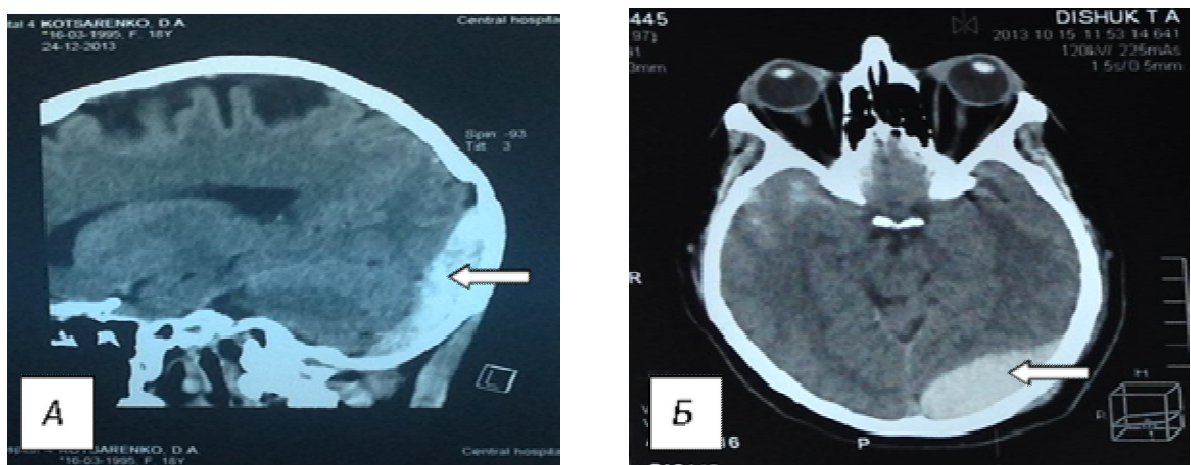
Спиральная компьютерная томография головного мозга до операции с эпидуральной гематомой в левое полушарие мозжечка (указана стрелкой). А – саггитальный срез; Б – фронтальный срез.
